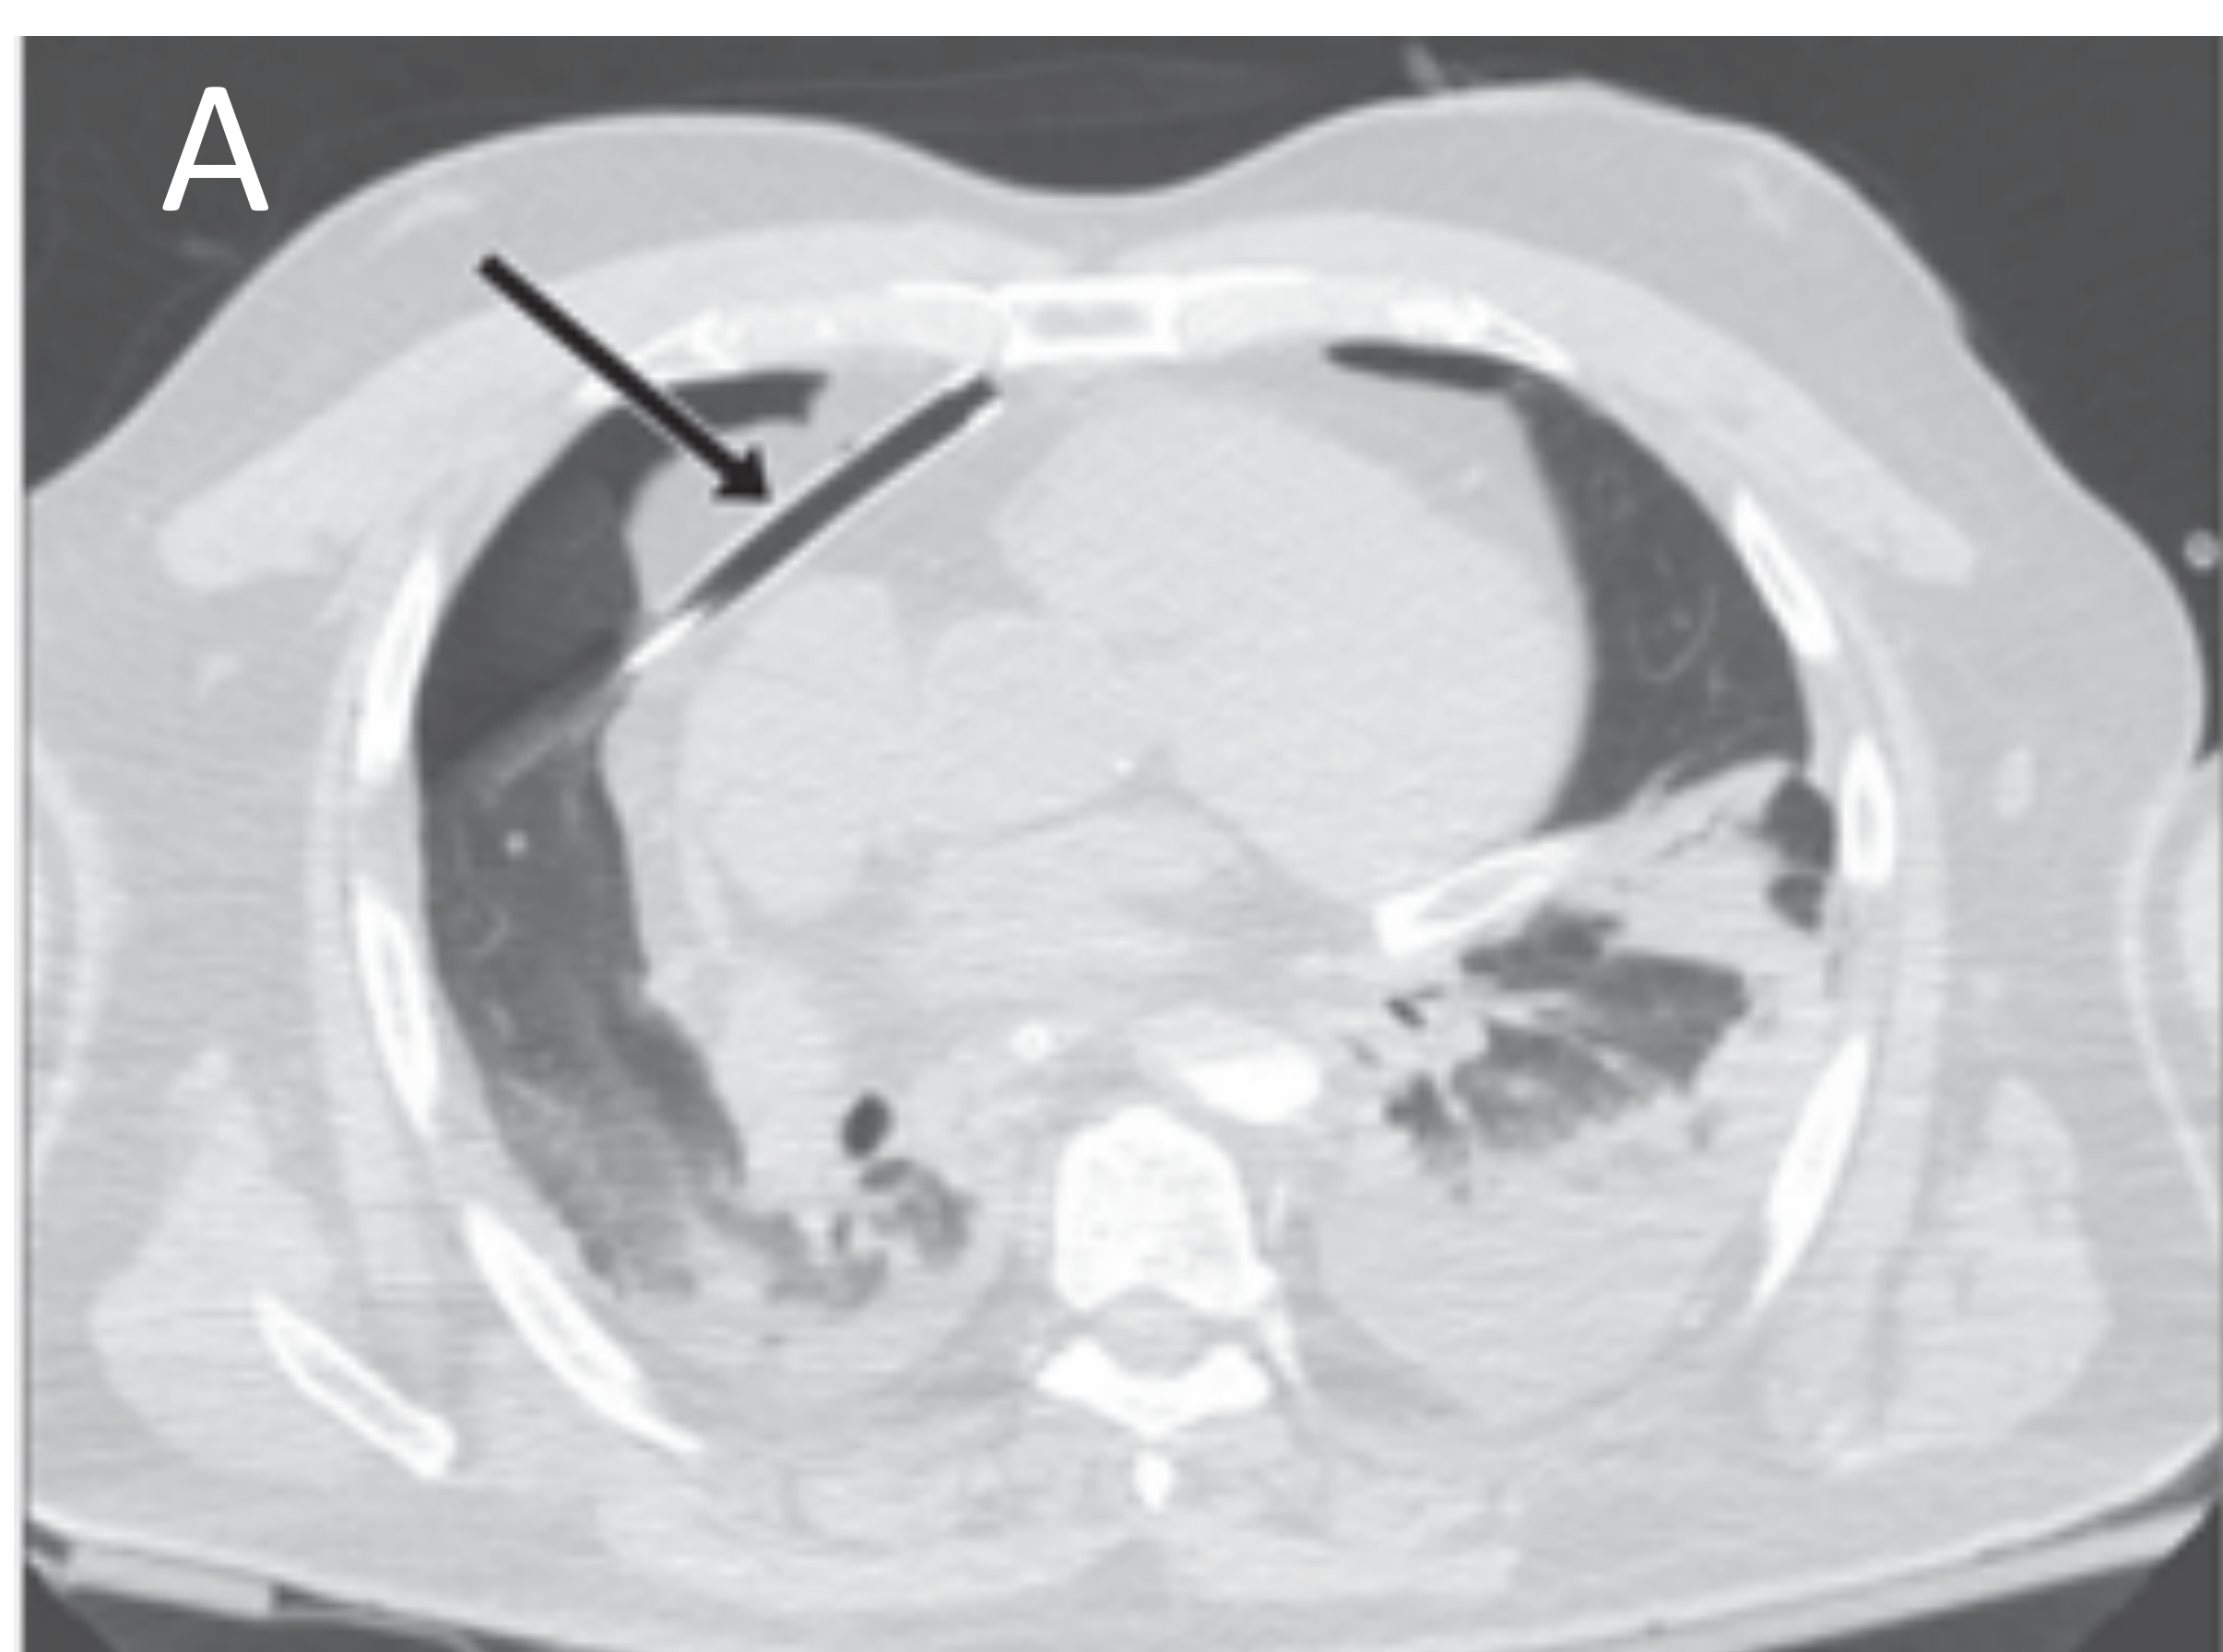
Referencia: E. Lotan et al. (2014). *The Role of Early Postmortem CT in the Evaluation of Support-Line Misplacement in Patients with Severe Trauma. AJR 2015; 204:3-7*
